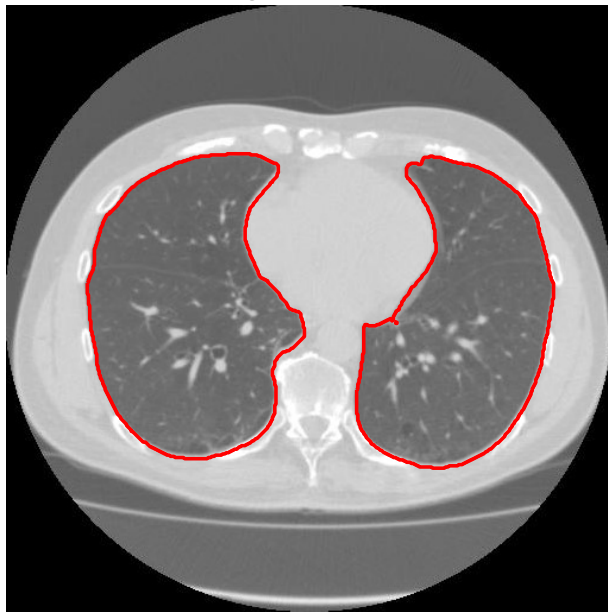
Vybraný CT sken hrudníku [18]
